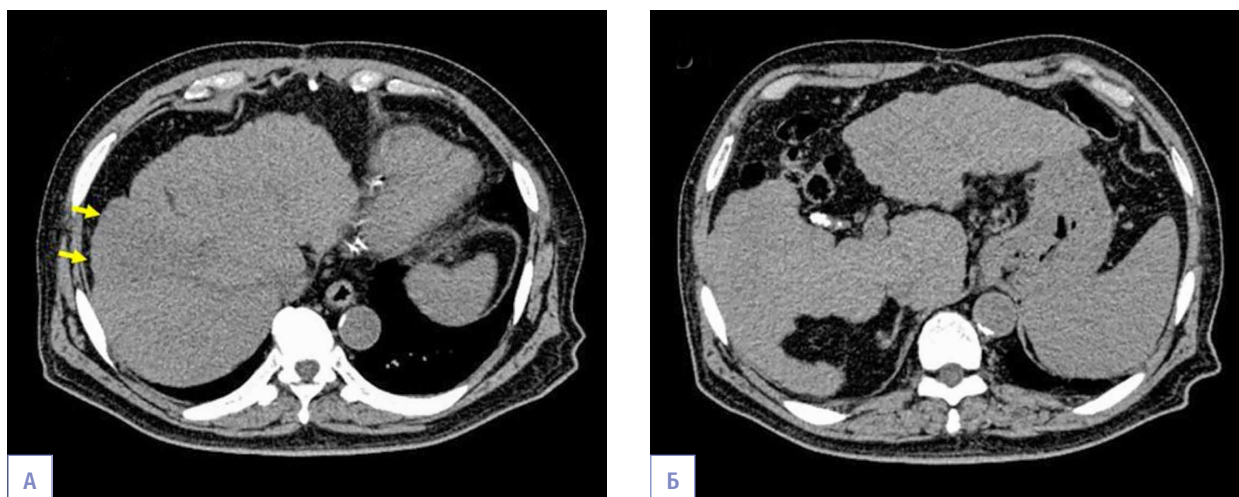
Компьютерная томография брюшной полости при первичной диагностике. На фоне цирроза печени, спленомегалии и развитых венозных коллатералей визуализируется гиподенсное очаговое образование печени размером 42 мм (желтые стрелки). А, Б – компьютерная томография, нативная фаза.
